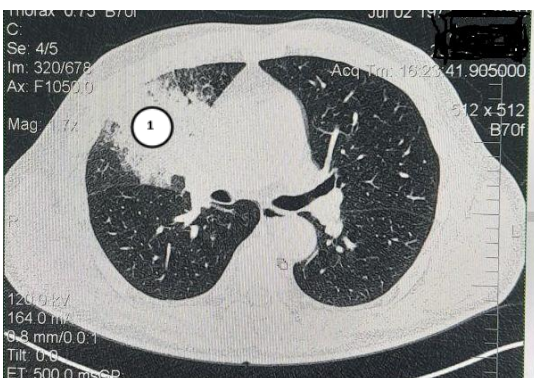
КТ пневмонии с типичным вариантом течения у больного ХЛЛ. Участки консолидации легочной паренхимы средней доли правого легкого воспалительного генеза, неправильной формы, с неровными контурами (1), с наличием симптома «видимых бронхов» (показан стрелкой)
